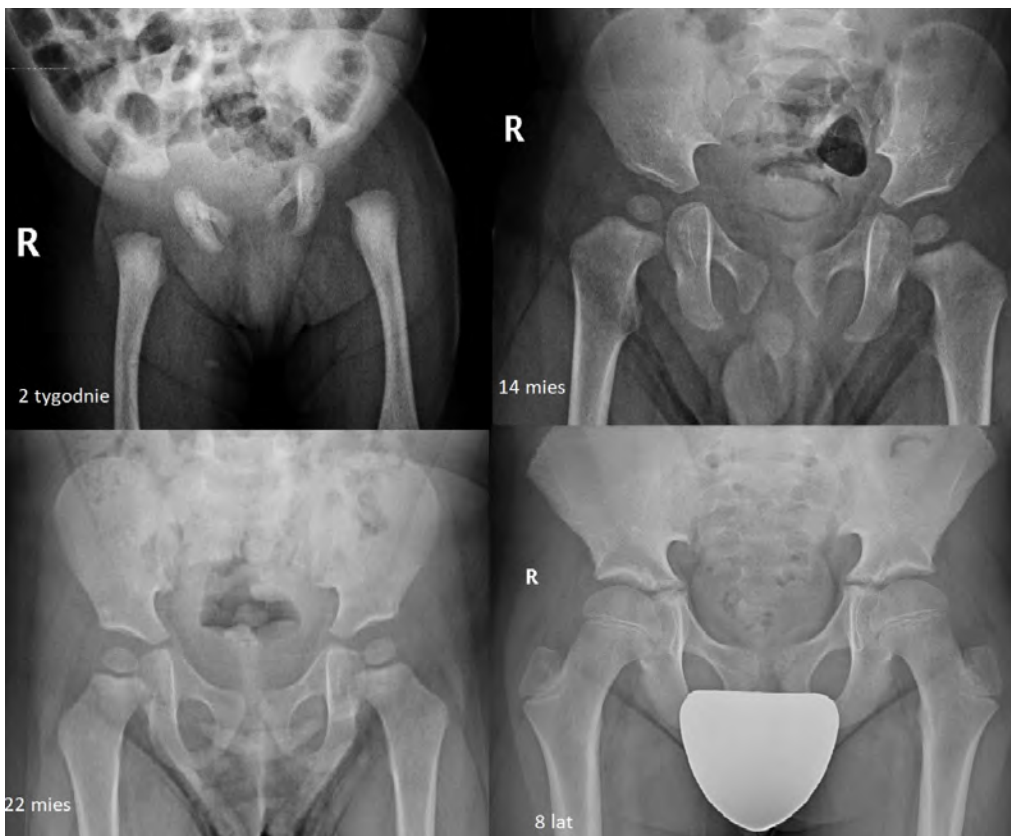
Zdjęcie RTG bioder – projekcja AP, M, 8l
